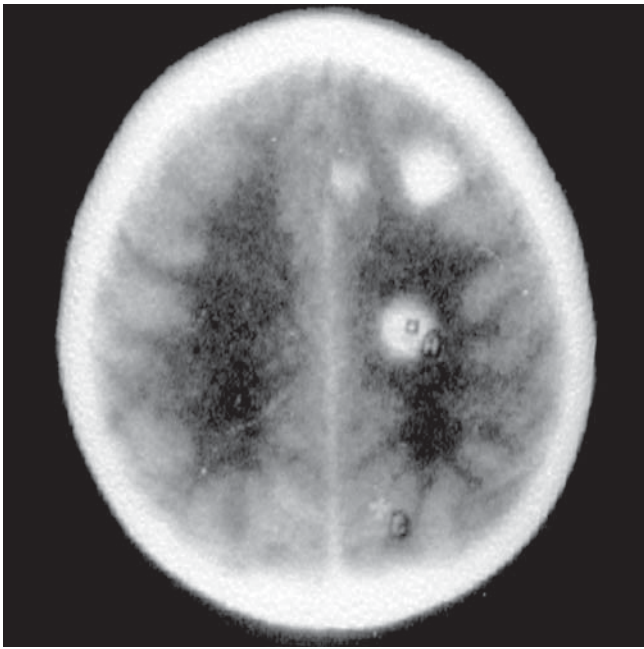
TAC contrastada del cráneo que muestra lesiones hipodensas redondeadas ubicadas en la protuberancia, centro semioval, surcos frontales, basales izquierdos y de la cabeza del núcleo caudado y temporal contralateral, así como tendencia a la formación de niveles en la lesión central, con un edema cerebral.
